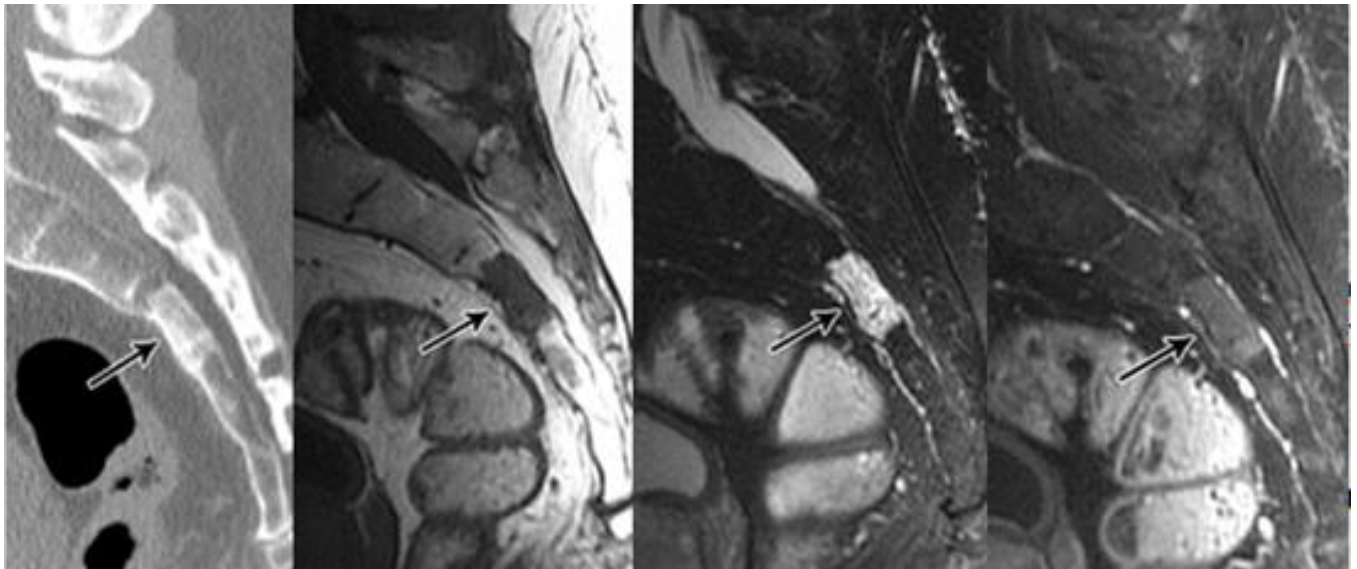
Доброякісна хордома. КТ і МРТ T1-, T233, + F/sat крижі у сагітальній площині – визначається тільки дифузна остеосклеротична перебудова структури тіла S3 без поширення на кортикальний шар (за Dorfman, H. D., Czerniak B., 2016).
